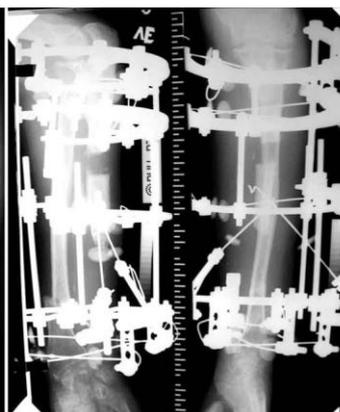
Рентгенограмма больного Р. 38 дней distraction: прямая, боковая проекции
